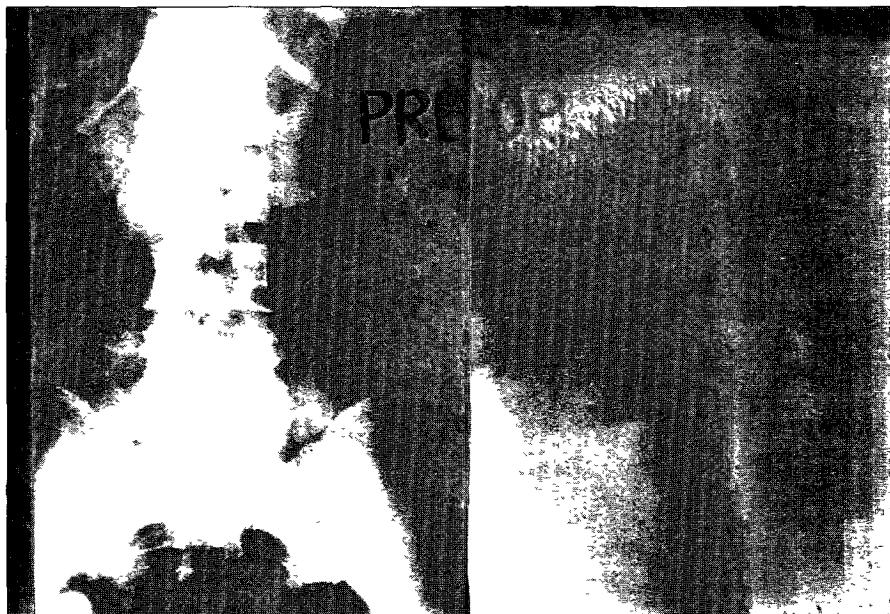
Preoperative X-ray shows slip of the L4 body on L5
